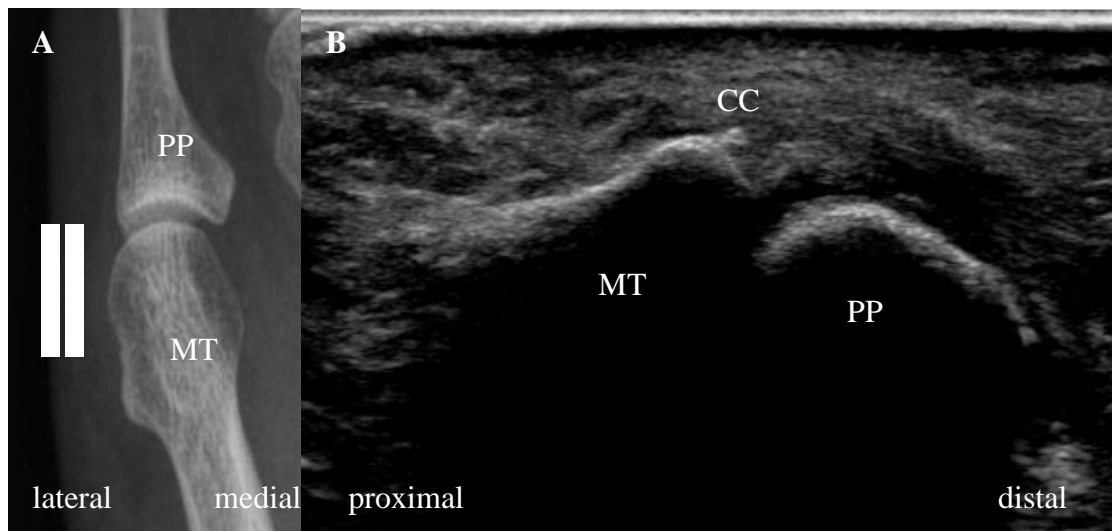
Vergleichende Darstellung des Metatarsophalangealgelenks (MTP) 5 links in der Röntgen- und Ultraschalldiagnostik
